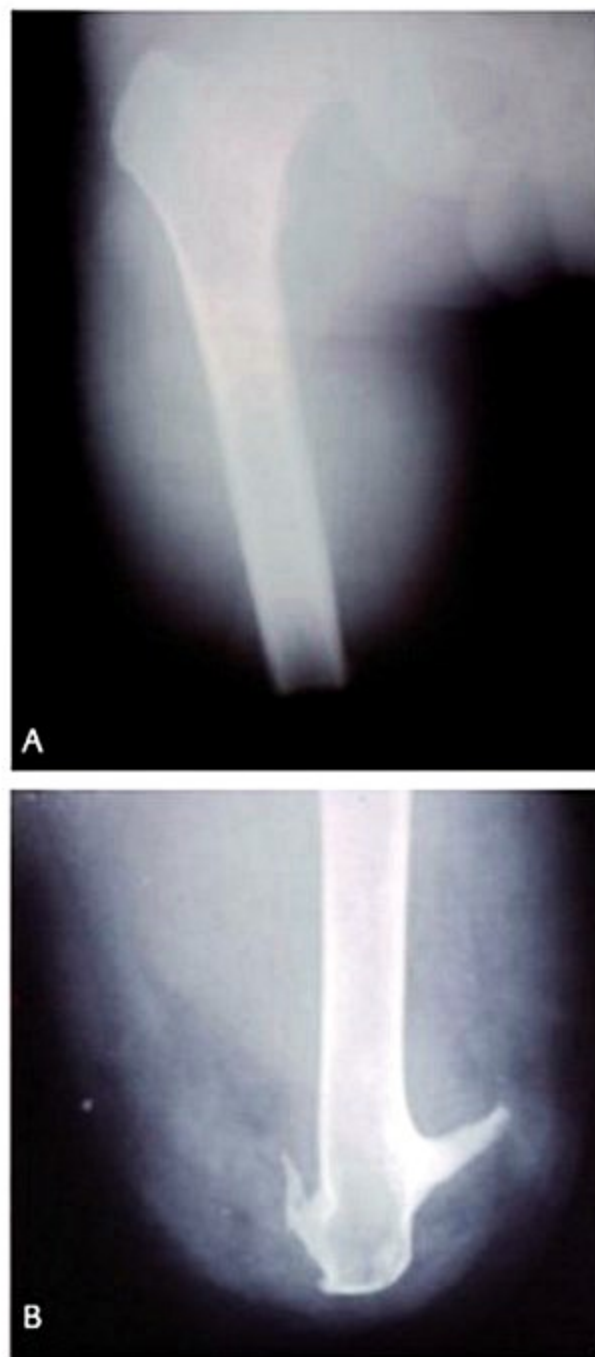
Radiografias de um coto transfemoral, sendo (A) em AP e (B) em perfil.
